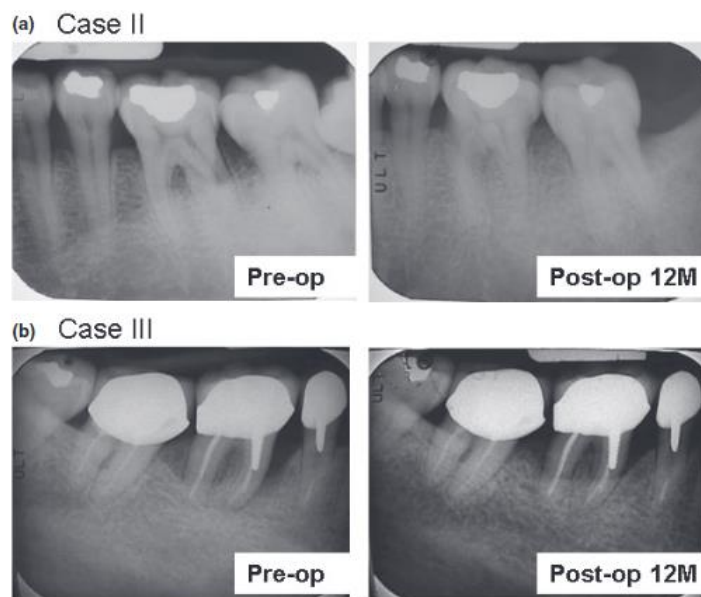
Radiografía periapical de (a) caso II y (b) caso III después de un período de seguimiento de 12 meses.
